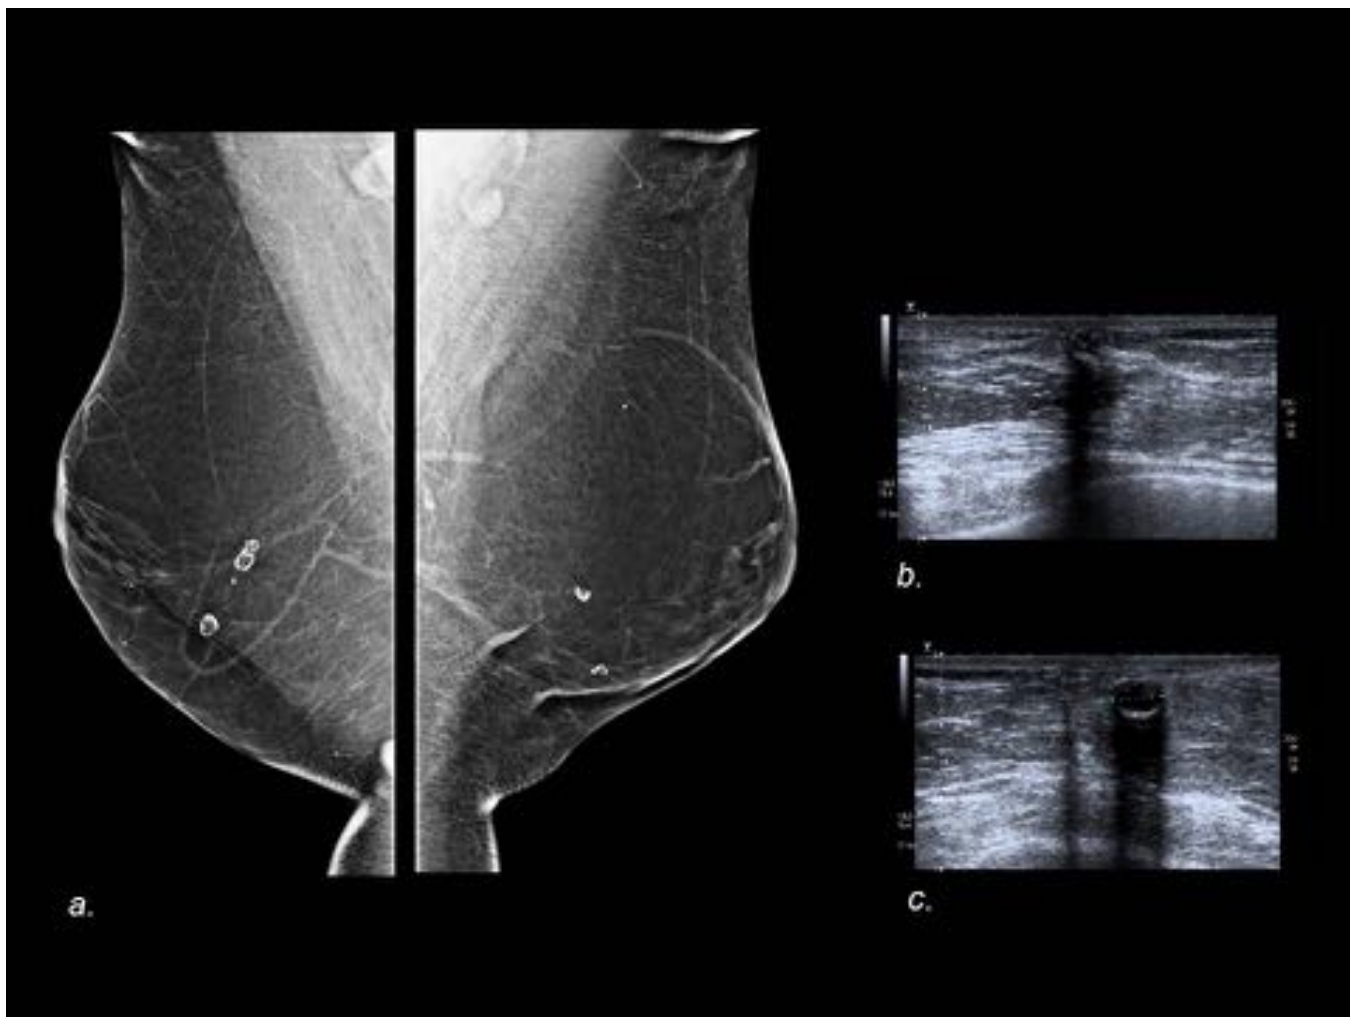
Mujer de 37 años con antecedente de mamoplastia de reducción. La proyección OML (a) muestra quistes oleosos con centro radiolúcido y calcificación en anillo. En ecografía (b,c) son visibles como quistes con ecos internos y calcificación en anillo con sombra posterior.
